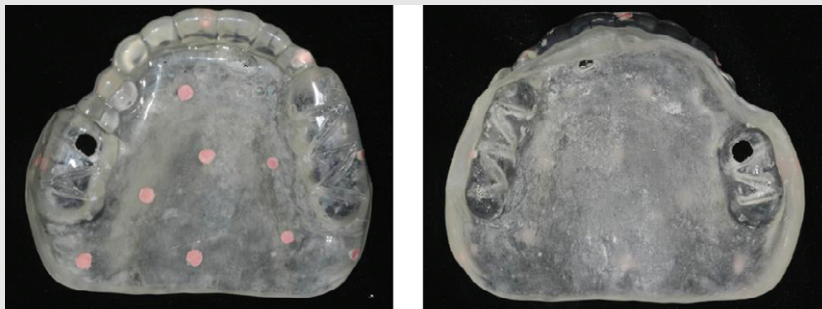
투명 레진을 이용하여 제작한 radiographic guide
